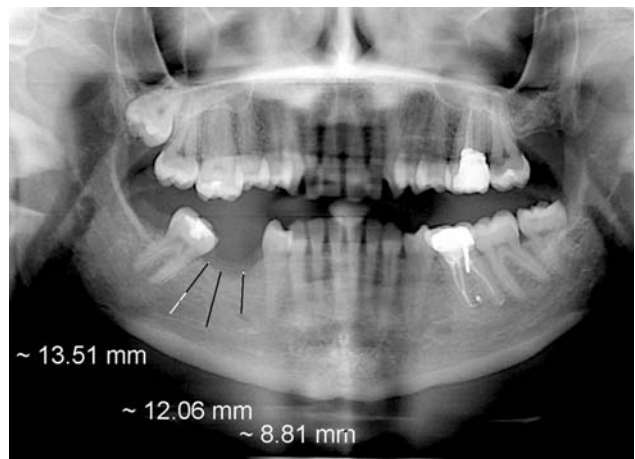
Панорамна рентгенограма пацієнтки В. 1983 р. н. Відмічається перфорація фуркації зуба 3.6 штифтовою конструкцією.
